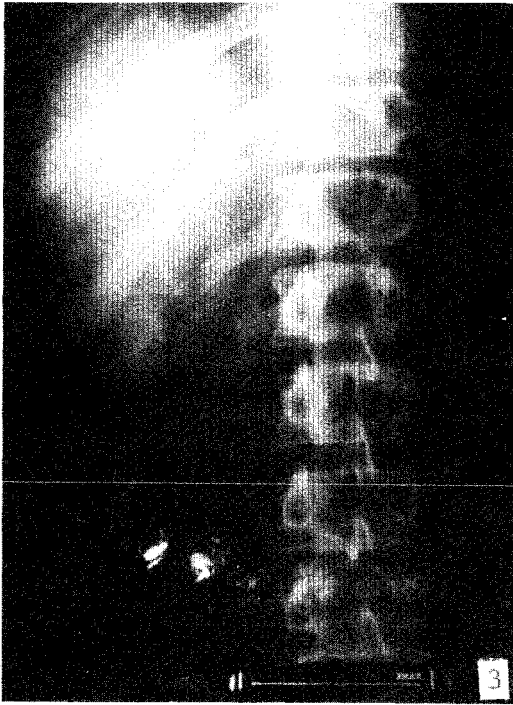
Radiografía del tracto biliar que muestra opacidad de la vesícula biliar y a la altura del cuerpo vertebral T12, un quiste calcificado del hígado.
